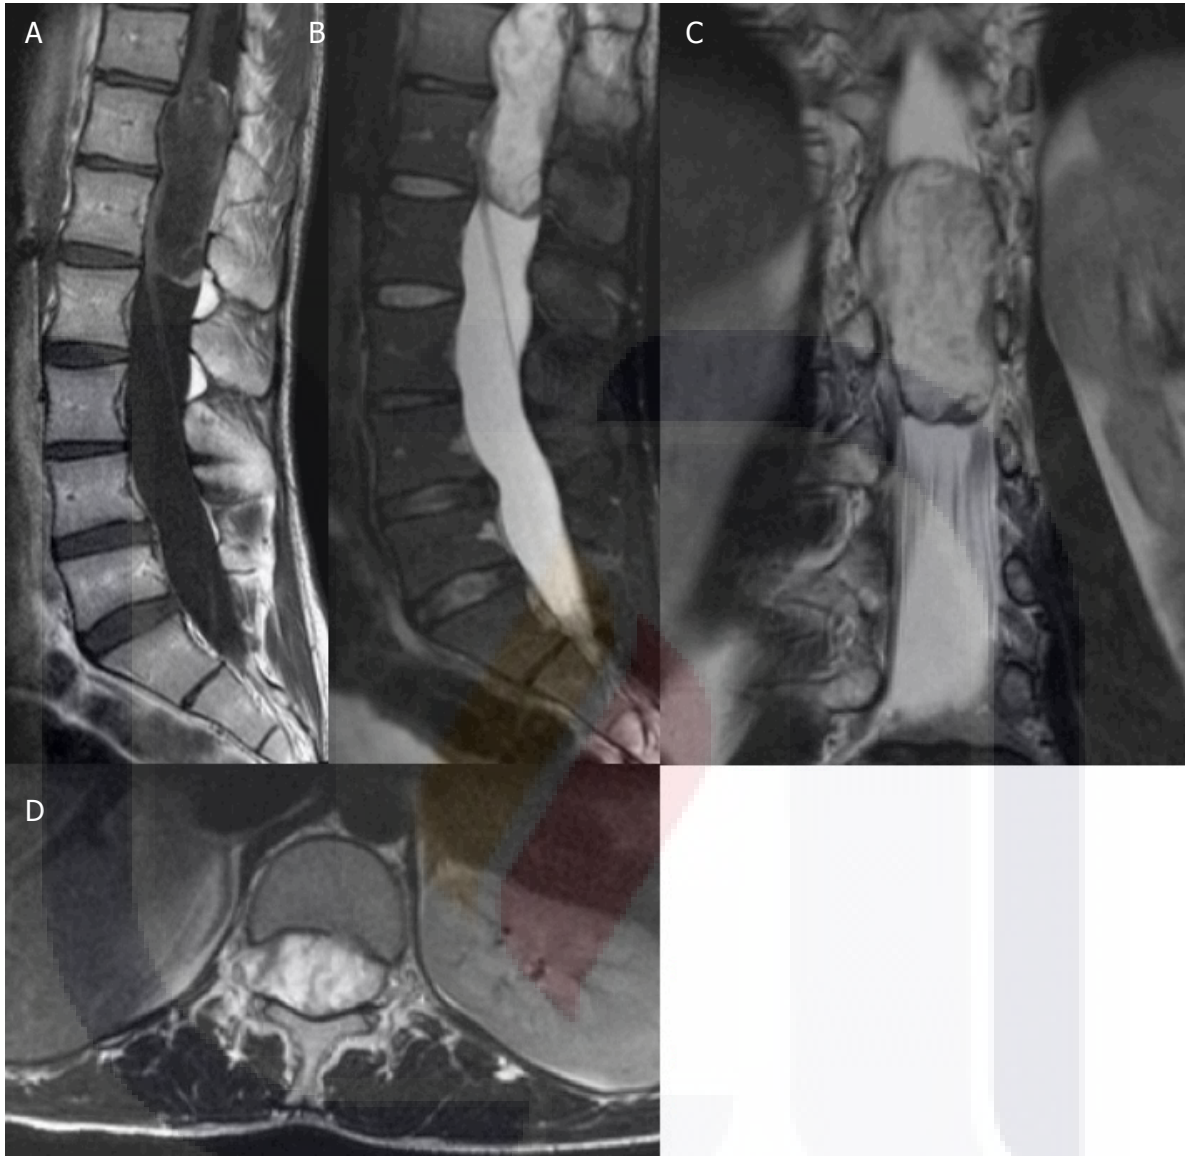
Paciente masculino de 21 años de edad con antecedente de traumatismo lumbar y es enviado para realización de estudio de RM. A-B) Cortes sagitales mediales de columna lumbosacra donde se observa lesión intradural de T11 a L1, que se muestra heterogénea de predominio hipointenso en T1 e hiperintenso en T2 que no condiciona moldeamiento de los muros posteriores de los cuerpos vertebrales de T11 a L4, en (D) corte axial en donde es más evidente el ensanchamiento del canal lumbar. C) corte coronal demuestra la extensión y origen intradural de la lesión. Por histopatología correspondió con un ependimoma.
